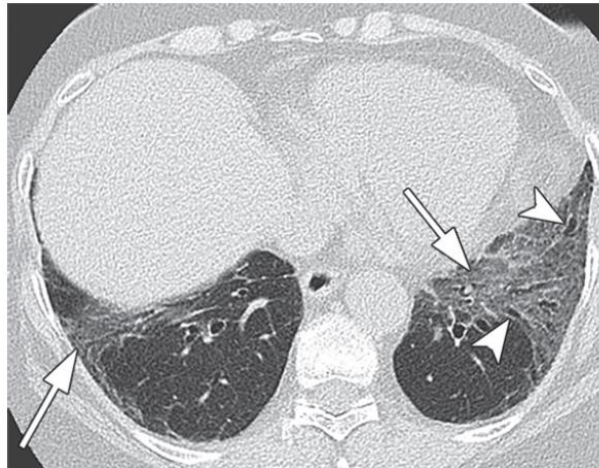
Patrón NINE en un corte axial de TC. Se identifica una fibrosis homogénea caracterizada por opacidades en vidrio deslustrado (flechas) y bronquiectasias más centrales (cabezas de flecha).
